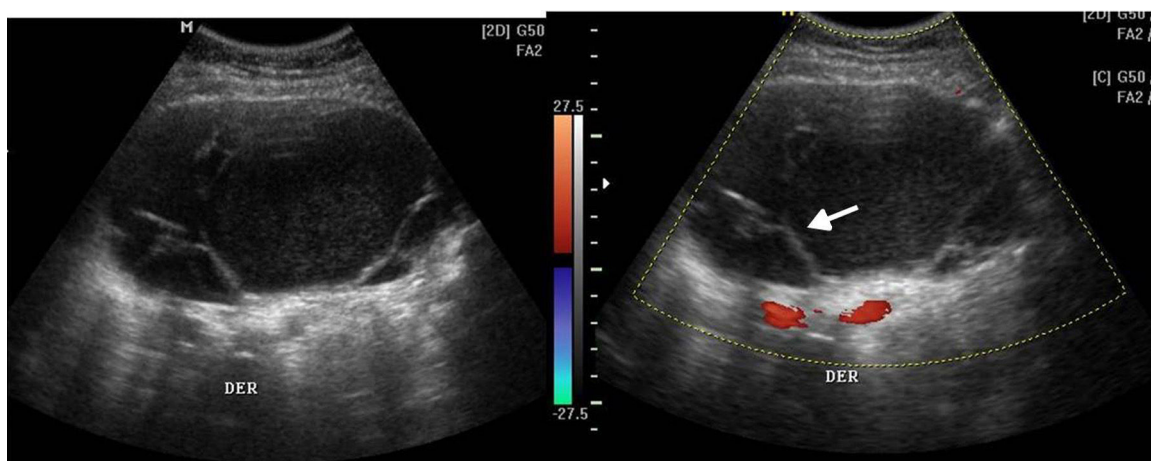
Ecografía en escala de grises y con Doppler color revela una formación quística con múltiples tabiques que no presentan vascularización (flecha). Los hallazgos sugieren benignidad de la masa.
